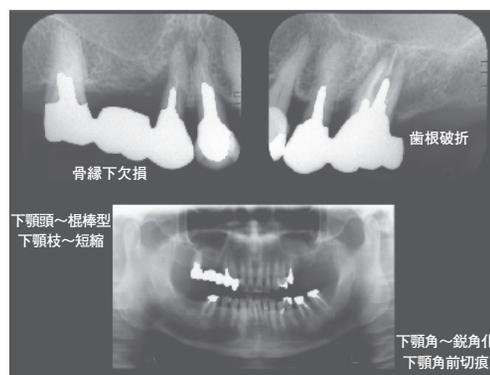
Dental and panoramic X-ray at the first examination
